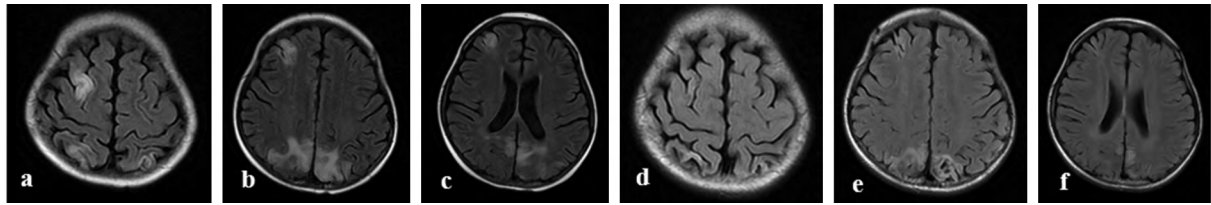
头颅MRI T2 Flare像:(a)~(c)移植前;(d)~(f)移植后8个月
